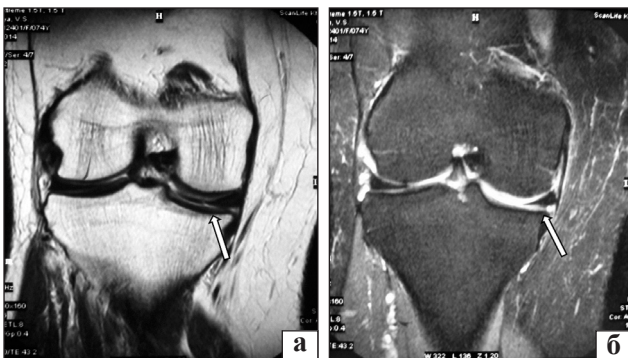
МРТ-сканы больной Л. Признаки повреждения внутреннего мениска правого коленного сустава
